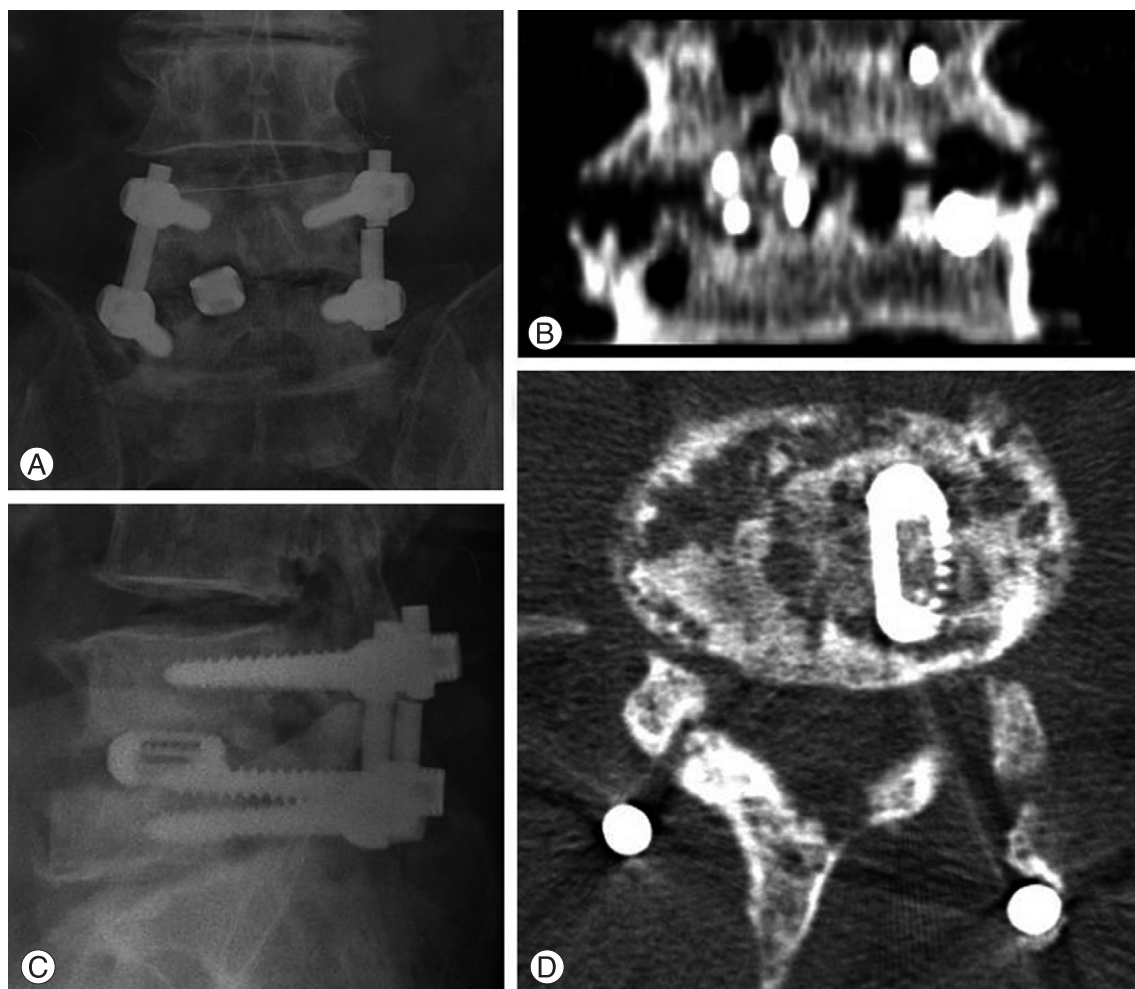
Osteomyelitis around interbody graft. (A, B) Blurring of endplate signal and rod breakage were noticed on postoperative 4 month follow-up radiographs. (C, D) 1mm-fine cutting CT showed punched-out lesion on endplate which was strongly suggestive finding of intervertebral osteomyelitis.
